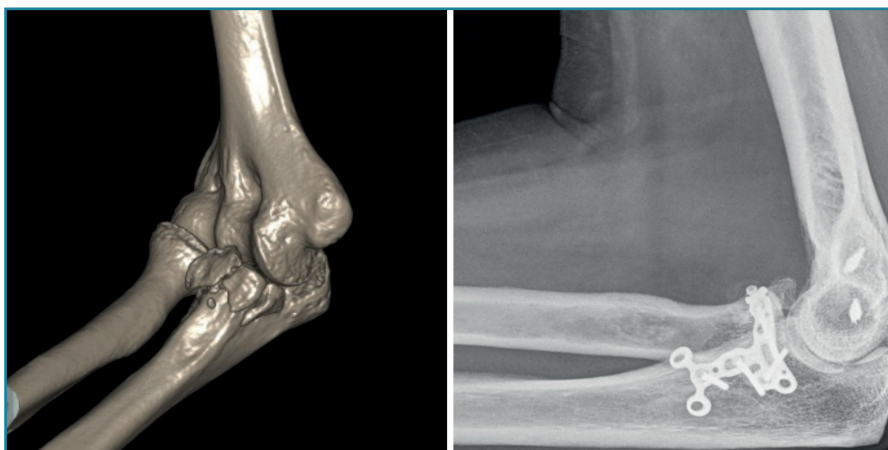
A la izquierda, imagen de TAC con reconstrucción 3D de una fractura de coronoides tipo II de O'Driscoll sin afectación de la cabeza de radio. A la derecha, radiografía lateral de control tras el tratamiento quirúrgico.
